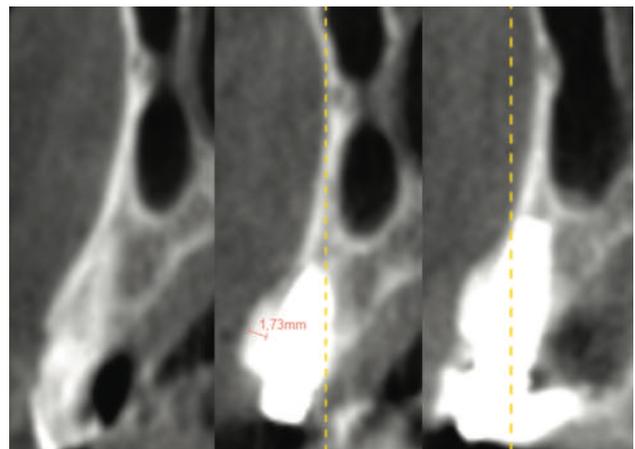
CBCT previo, 48 horas y 12 meses.
